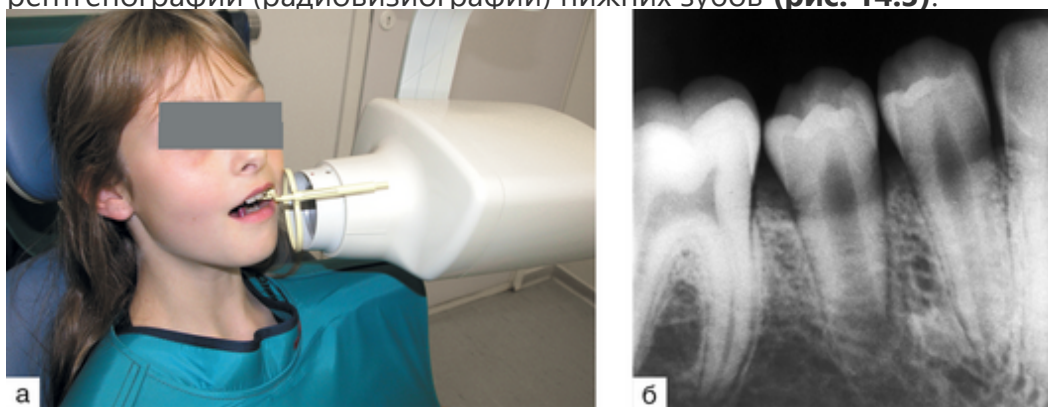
Укладка обследуемого, расположение датчика (пленки) в полости рта и направление центрального пучка лучей при выполнении внутриротовой контактной радиовизиографии зубов нижней челюсти (а); внутриротовая контактная радиовизиограмма 3.4, 3.5 зубов (б). Во избежание искажения размеров зубов на внутриротовых контактных рентгенограммах необходимо соблюдать правило биссектрисы: центральный луч должен проходить через вершущку корня перпендикулярно биссектрисе угла, образованного осью зуба и рентгеноприемника (пленка, датчик). При увеличении угла наклона происходит проекционное укорочение длины зуба, при уменьшении — ее удлинение. Увеличение размеров зуба ухудшает четкость изображения, возникают проекционные искажения в виде изогнутости корня, при этом не прослеживается периапикальная зона (рис. 14.4).
